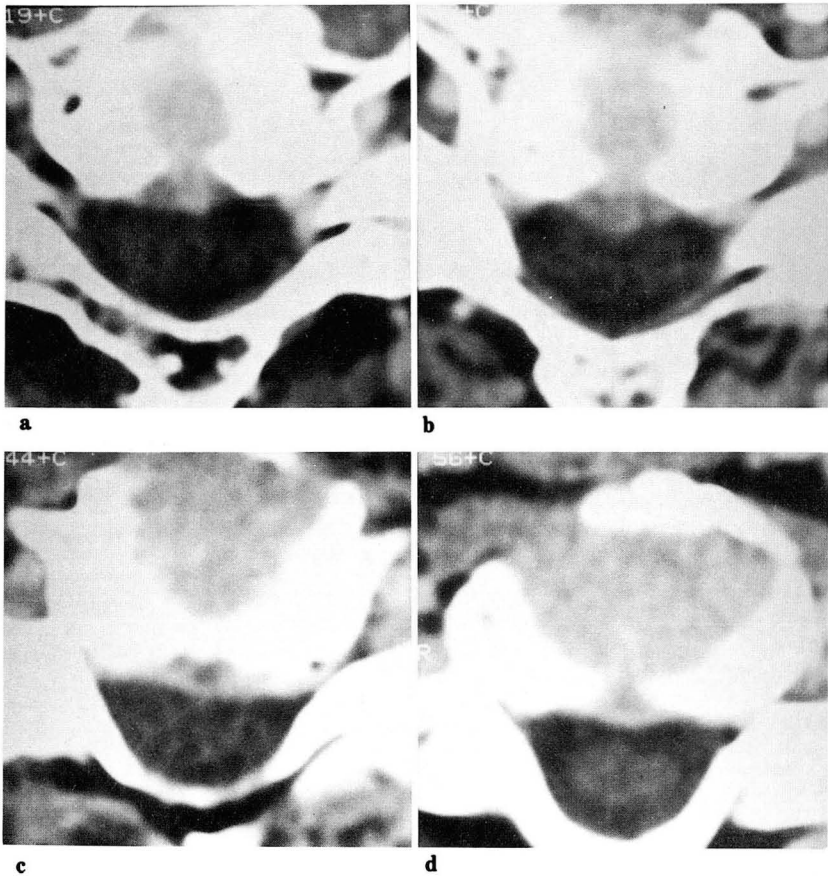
Comparison of IV CECT and Myelographic CT: Focal disk herniation
